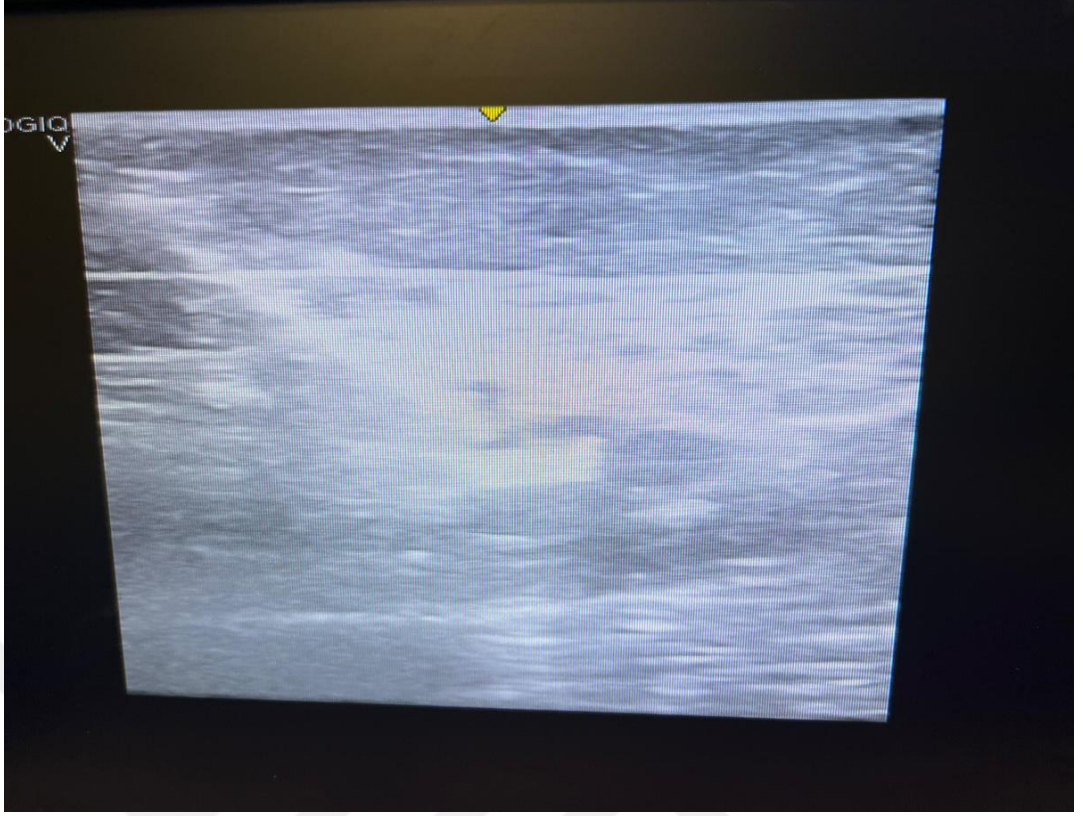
Adduktor kanal anatomisi USG görüntüsü (46)
